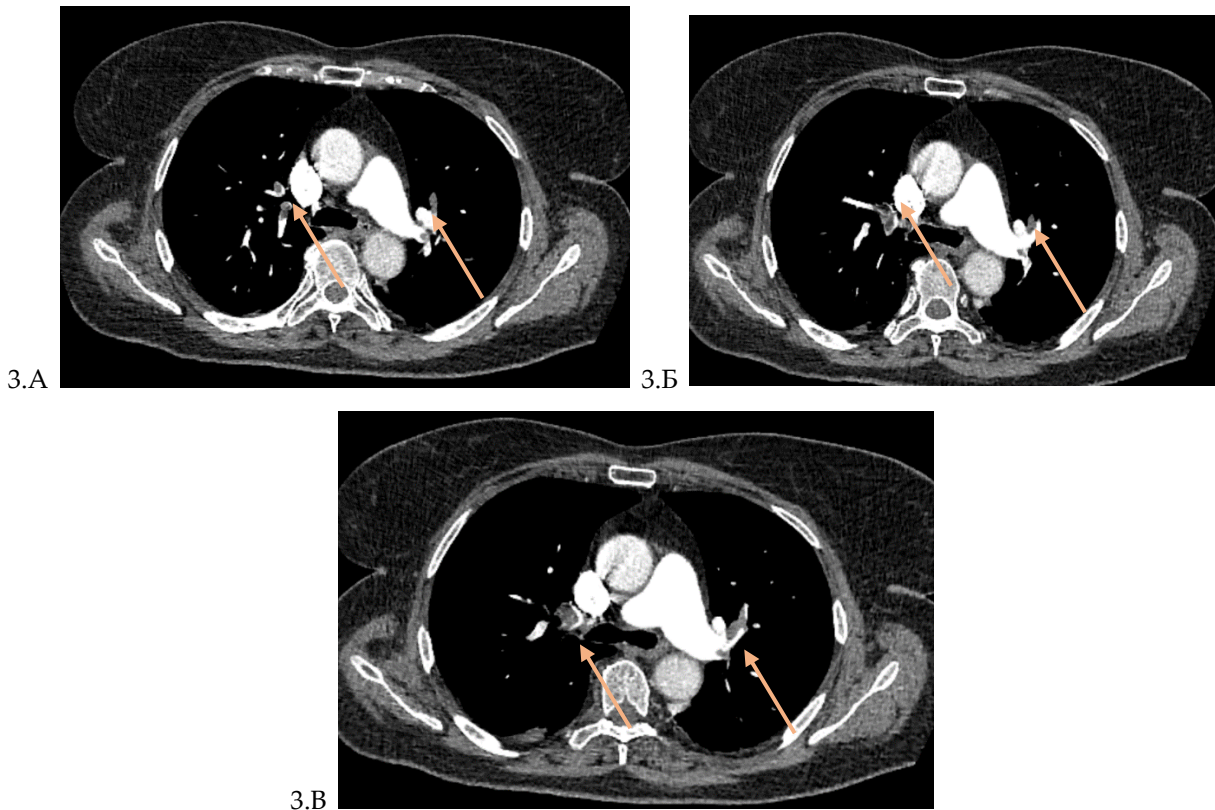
КТ органов грудной клетки: тромбоэмболия главных, долевых, сегментарных и субсегментарных ветвей ЛА; инфаркт-пневмония справа; плевральный выпот (рисунок 3.А, 3.Б, 3.В на разных уровнях, области тромбоэмболии указаны стрелочкой)
